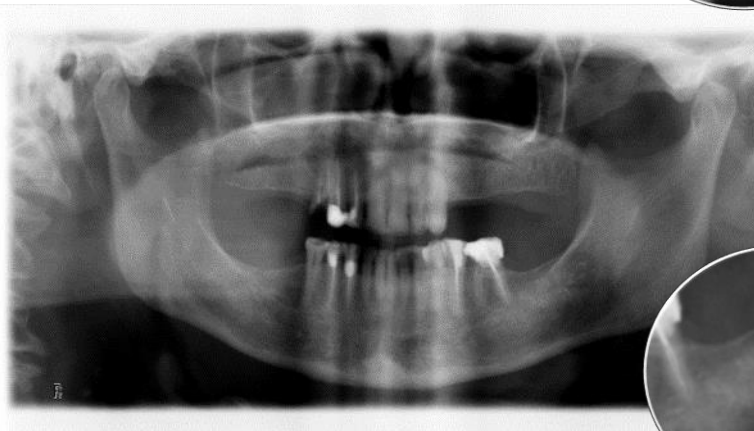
Ortopantomografia de quisto ósseo simples (pré-operatória). Doente do género feminino, 68 anos, diagnóstico provisório e definitivo de quisto ósseo simples na mandíbula posterior esquerda.
